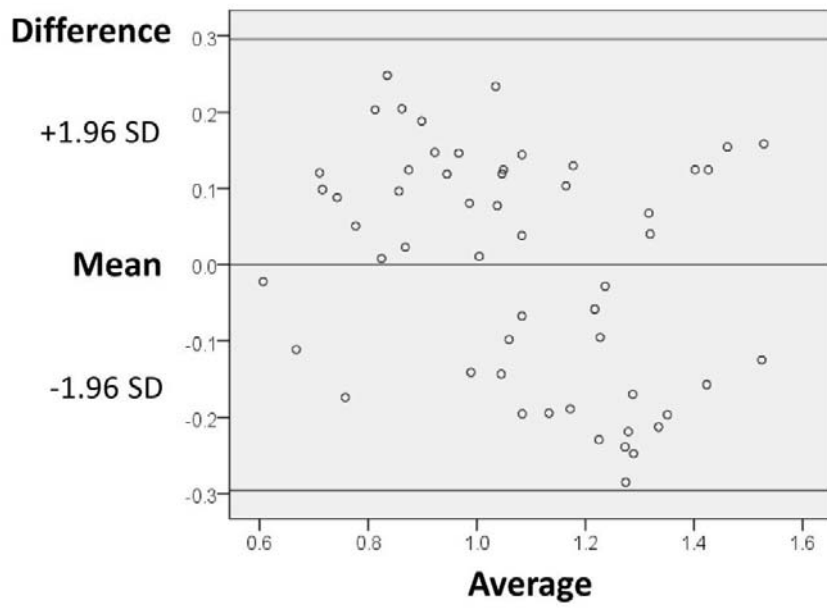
臨床病患之光流法與都普勒超音波流速的 Bland-Altman 分析
